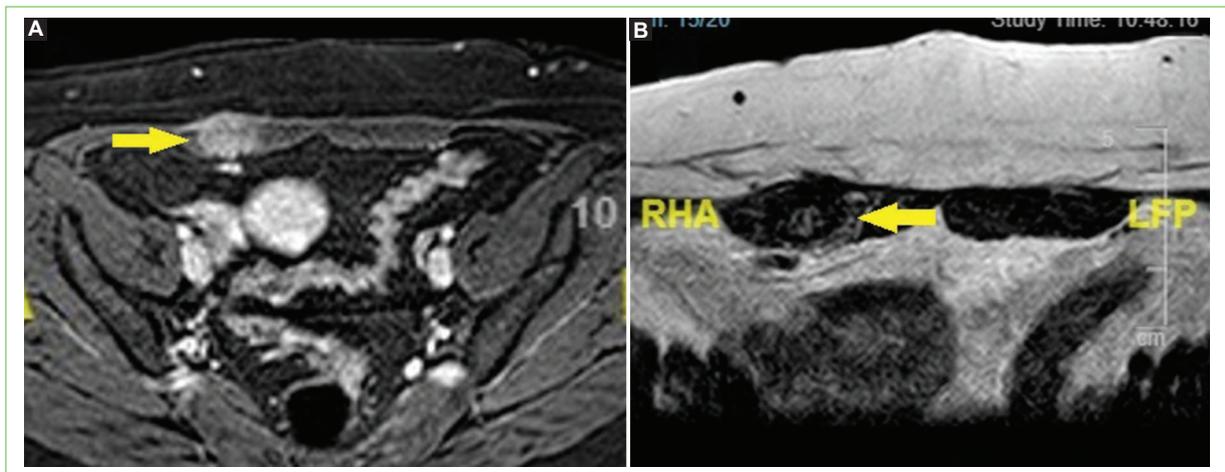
Resonancia magnética de pelvis de la paciente 8. En el espesor del músculo recto abdominal derecho se identifica una lesión nodular (flechas) con centro hiperintenso en T1 (A) e Hipointensas en T2 (B) que mide 3,4 × 1,7 × 2,4 cm, con realce progresivo y homogéneo con el uso de contraste intravenoso.
